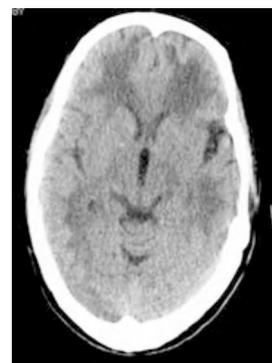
男性,38 岁,嗜酒十余年,并于十年前开始吸食肢抽搐,CT 示双侧大脑半球海洛因,曾多次戒毒及戒毒,一周前出现胡言乱语、四肢抽搐,脑室系统无受压变形,经住院治疗 46 天后好转出院。
